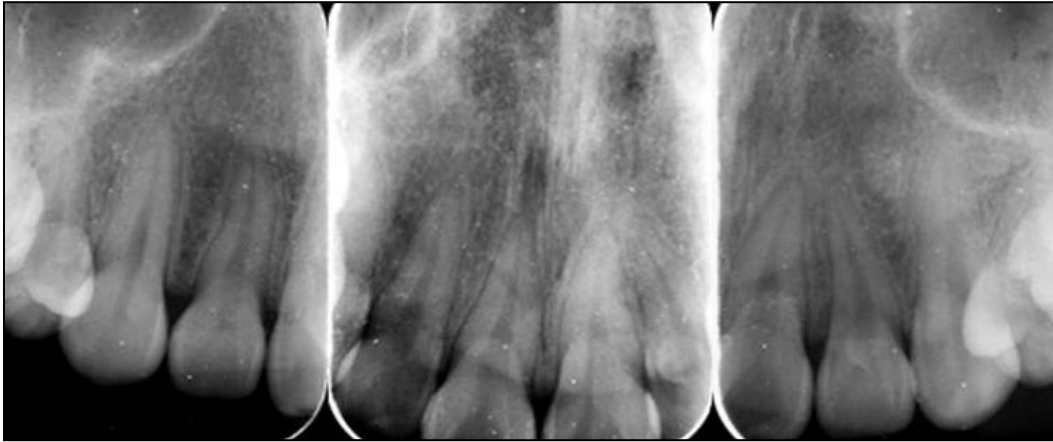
Radiografías dentoalveolares. Fuente propia
